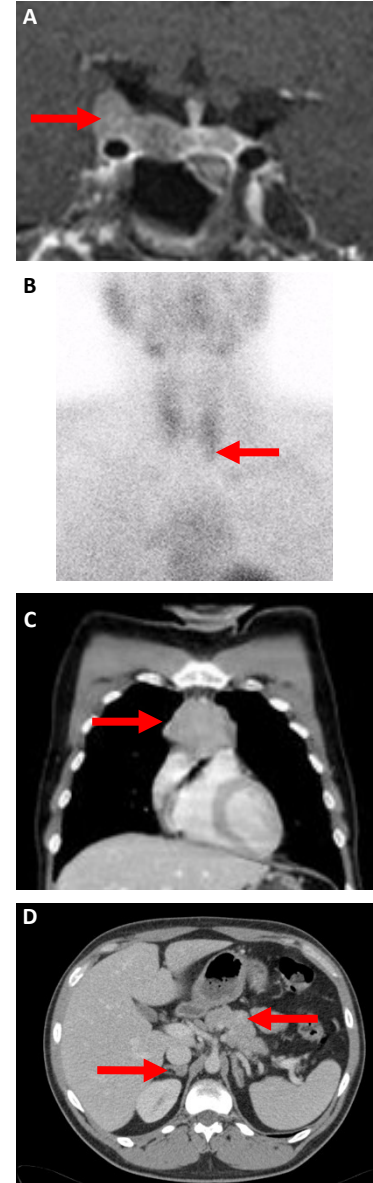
A, IRM hypophysaire en coupe coronale, macroadénome hypophysaire latéralisé à droite (-), envahissant le sinus caverneux droit; B, scintigraphie au MIBI temps tardif, renforcement du foyer de fixation sous le pôle inférieur du lobe thyroïdien gauche visualisé au temps précoce (-); C, TDM thoracique, coupe coronale, lésion thymique (-) mesurant 71 x33 mm; D, TDM abdominale, coupe transversale, nodule pancréatique évoquant une tumeur endocrine (-), nodule surrenalien (-).
